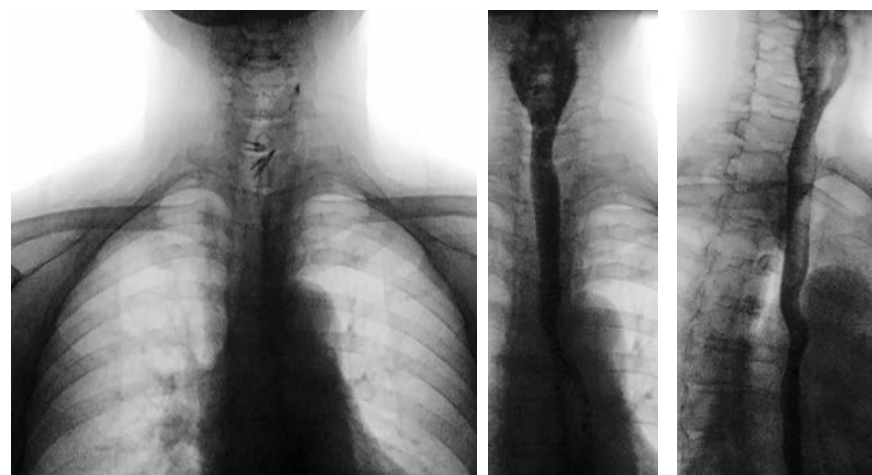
Рентгенография пищевода в прямой и правой боковой проекциях: состояние после эндоскопической дивертикулоэзофагостомии. Акт глотания не нарушен. Пассаж контрастного вещества происходит по срединно расположенному пищеводу. В области ранее располагавшегося дивертикула по ходу пищевода визуализируются металлические скрепки.
